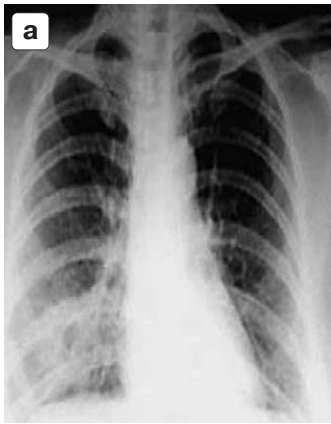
Данные рентгенографии при атипичной пневмонии: а – рентгенограмма грудной клетки – очаговые инфильтраты в нижней доле правого легкого; б – рентгенография регистрирует диффузное поражение всех отделов обоих легких.
